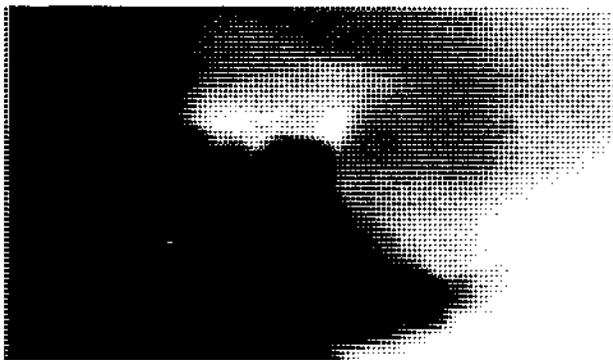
Politomografía de silla turca que muestra aumento de volumen con adelgazamiento del piso en algunos cortes, consistente con el diagnóstico de prolactinoma.
